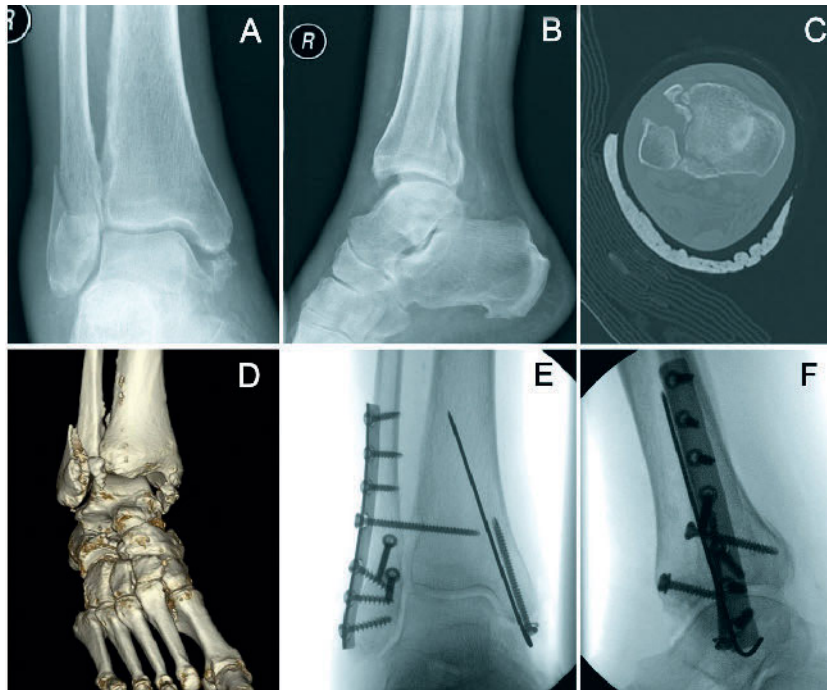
68-jähriger Patient mit einem Sturzereignis in häuslicher Umgebung. A–D Nach initialer Röntgen- und ergänzender CT-Diagnostik zeigt sich eine Trimaleol-fraktur mit Wagstaffe-Fragment Typ AO44B3.3o. E–F Aufgrund des instabilen und dislozierten Verletzungsmusters erfolgt die operative Versorgung mit zunächst Osteosynthese der Fibula mittels interfragmentärer Zugschraube und Neutralisationsplatte, anschließend Osteosynthese des Innenknöchels. Hierunter stellt sich das hintere Volkmannfragment anatomisch ein. Das Wagstaffe-Fragment wird mit Einzelschraube refixiert. Additiv erfolgt zur Stabilisierung der Syndesmose die tricorticale Einbringung einer Stellschraube.
